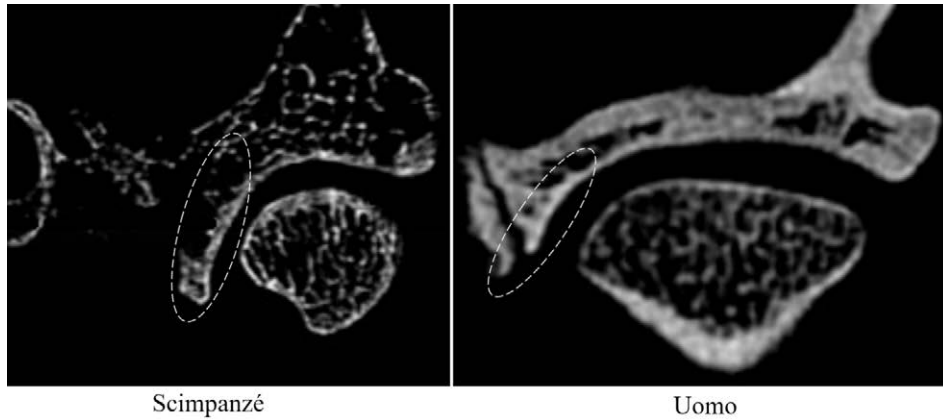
TC cone beam: sezioni coronali a livello condilare di ATM. A sinistra scimpanzé (*P. troglodytes*), reperto del Museo di Zoologia dell'Università di Firenze; a destra uomo (*H. sapiens*), reperto del Museo di Antropologia dell'Università di Firenze. Si noti il diverso sviluppo del processo entoglenoideo (cerchiato in tratteggio) la cui parete ossea, specialmente nelle scimmie antropomorfe, limita eventuali spostamenti medialti del condilo.
